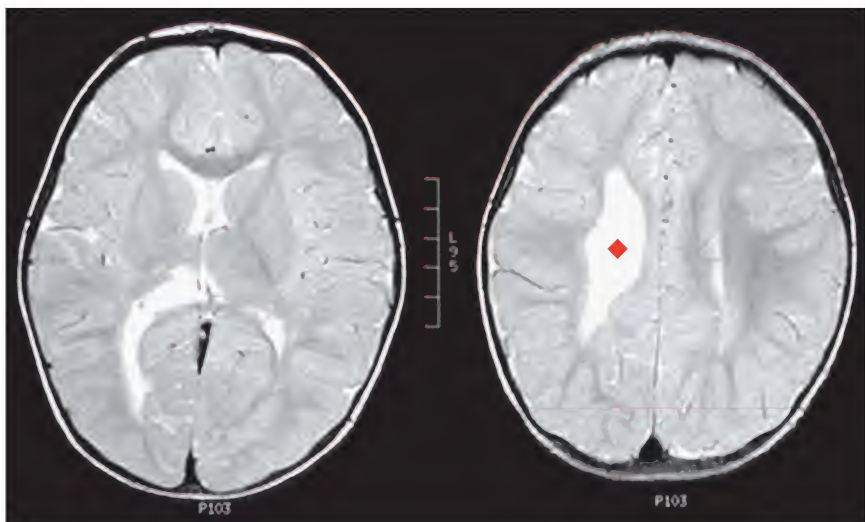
Parálisis cerebral, RM
